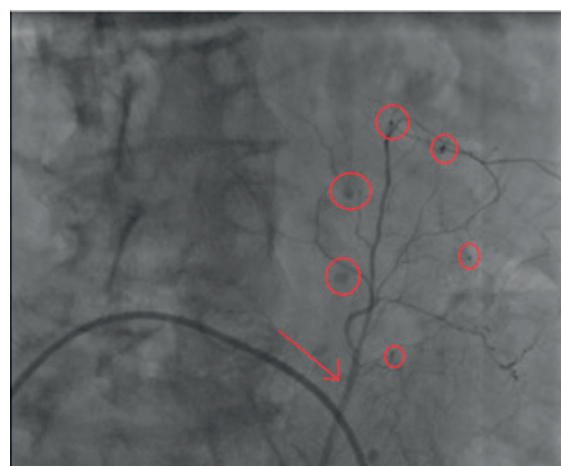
Рентгеноконтрастная ангиография нижней эпигастральной артерии (отмечена стрелкой): поступление крови в переднюю брюшную стенку из многочисленных артериокапиллярных соединений (отмечено кругами)
